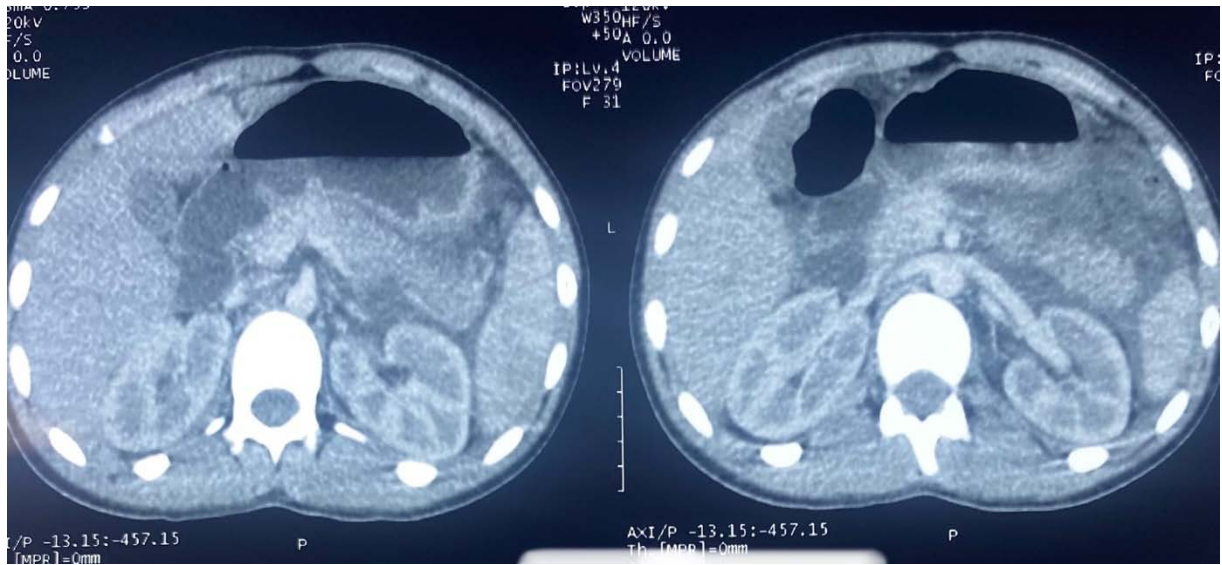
TDM en coupe axiale montrant une transection pancréatique complète à la jonction corporeo-caudale classée stade III de l'AAST associée à un épanchement péritonéal de grande abondance.
